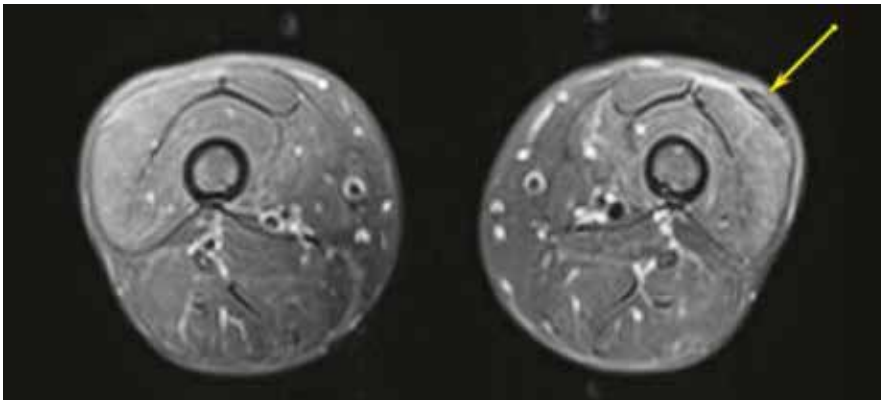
Typisches MRI einer Myositis mit Ödembildung, vorwiegend im anterolateralen Teil der Oberschenkelmuskulatur, die insgesamt hypotrophiert ist, sowie subkutane Fettgewebsatrophie im Rahmen der Pannikulitis
